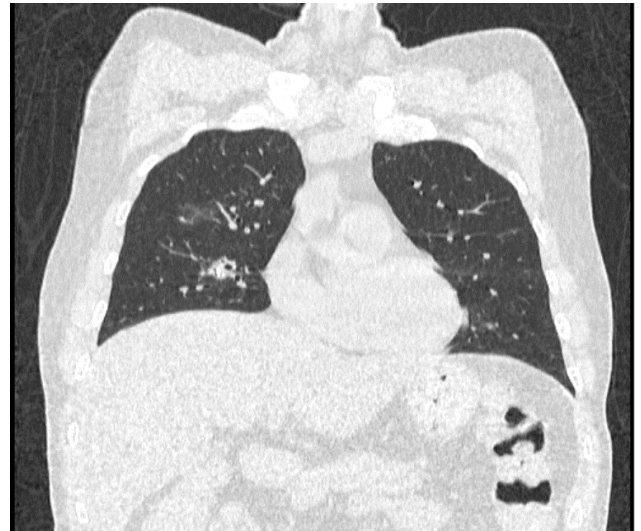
Tomografia de tórax evidenciando atenuação em vidro fosco em segmento anterior do lobo superior direito, corroborando para o diagnóstico de Covid-19.
